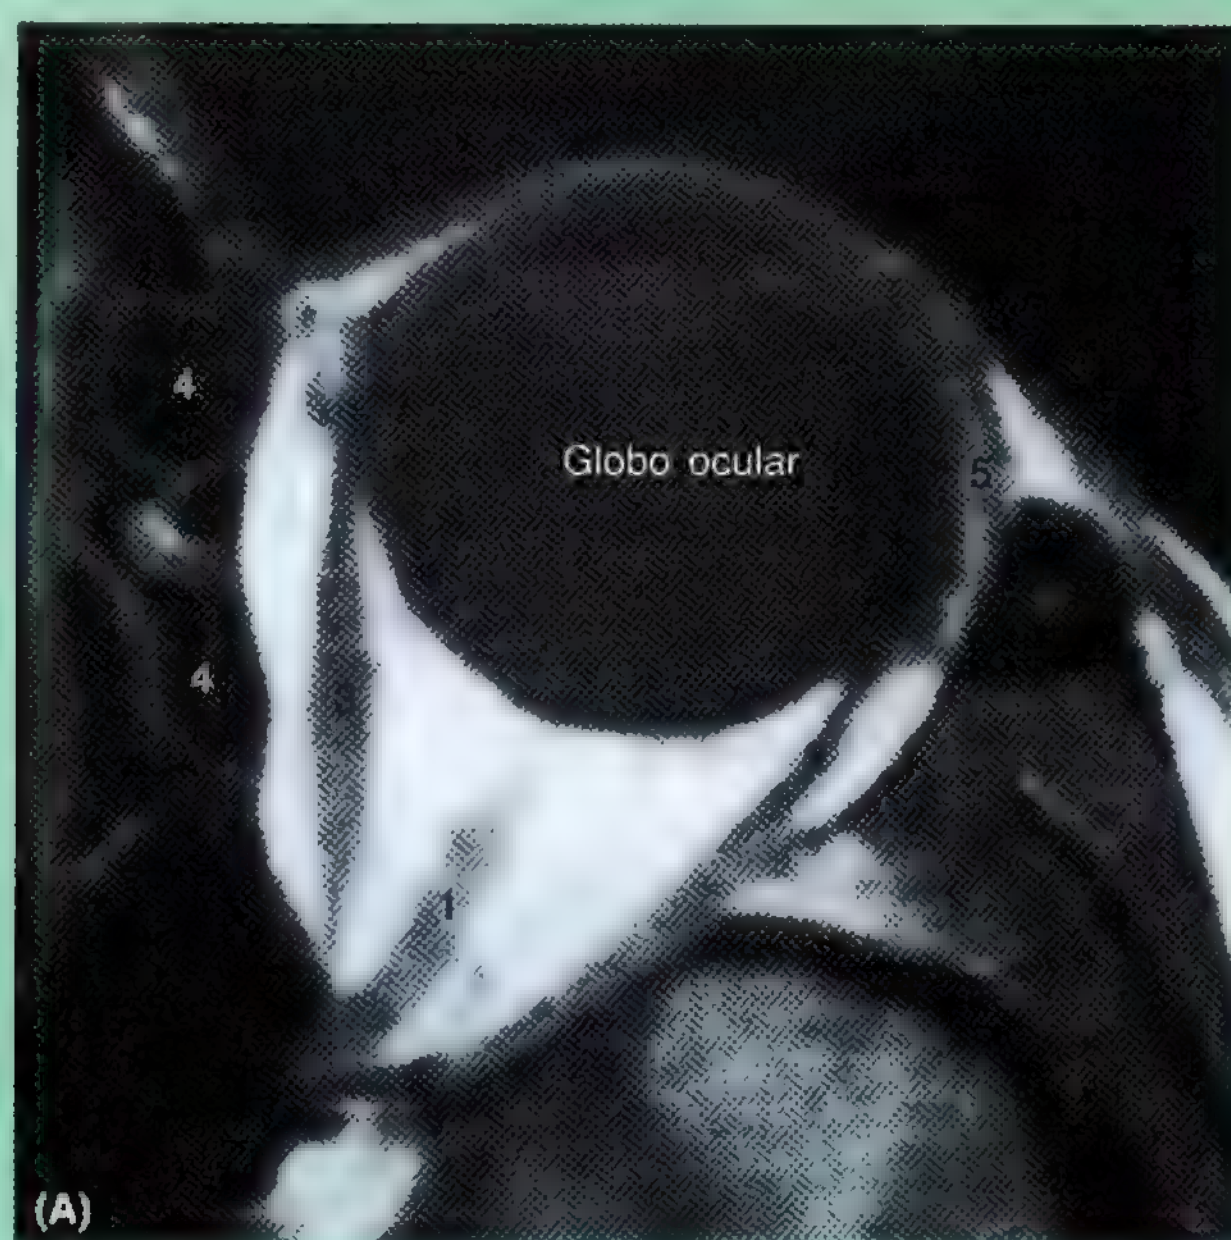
RM de la órbita y de la articulación temporomandibular (ATM). A. RM transversal de la órbita. 1, nervio óptico; 2, músculo recto lateral; 3, músculo recto medial; 4, celdas etmoidales; 5, glándula lacrimal.
